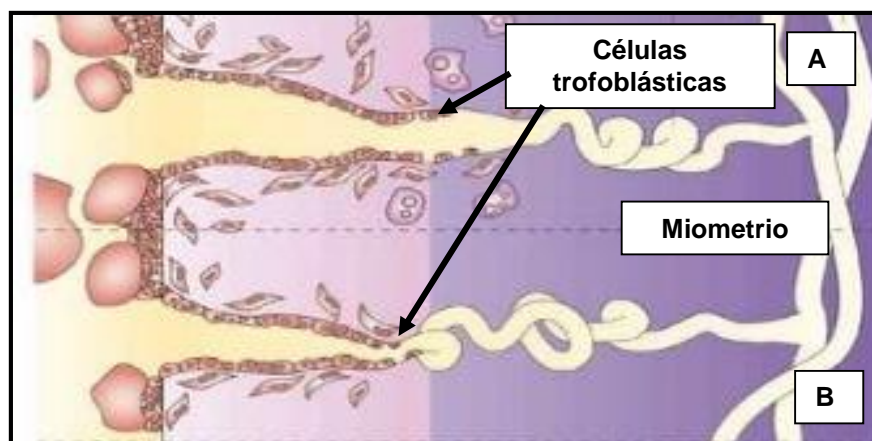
Invasión del ST (Sincitiotrofoblasto) hacia los vasos uterinos. CT (Citotrofoblasto) capa interna que dará lugar a las vellosidades coriónicas y corion frondoso. Adaptada de la Universidad Autónoma de Madrid, Estructuras extraembrionarias y Placenta (34).
